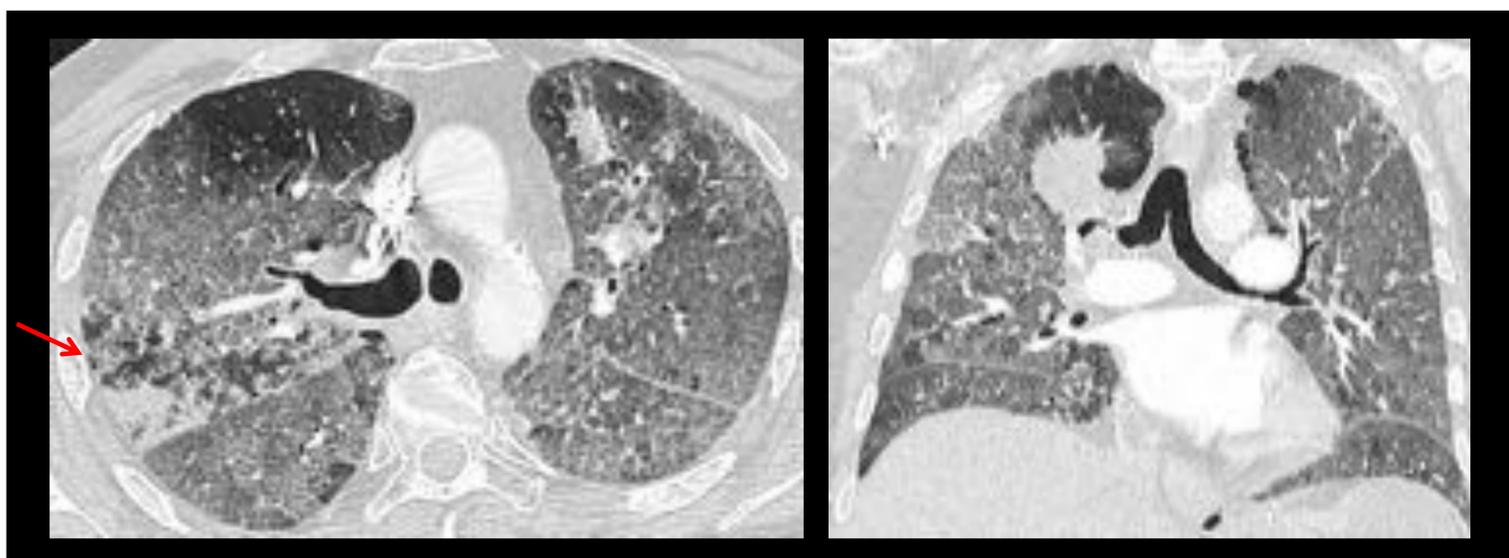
Varón de 63 años con adenocarcinoma pulmonar metastásico con neumonitis autoinmune tras 18 ciclos de Nivolumab. Imágenes axiales y reconstrucciones coronales de TC de tórax con ventana de pulmón con patrón en vidrio deslustrado en ambos lóbulos superiores, engrosamientos de las paredes bronquiales en LII con áreas parcheadas de consolidación adyacentes que aumenta progresivamente (flechas rojas).
